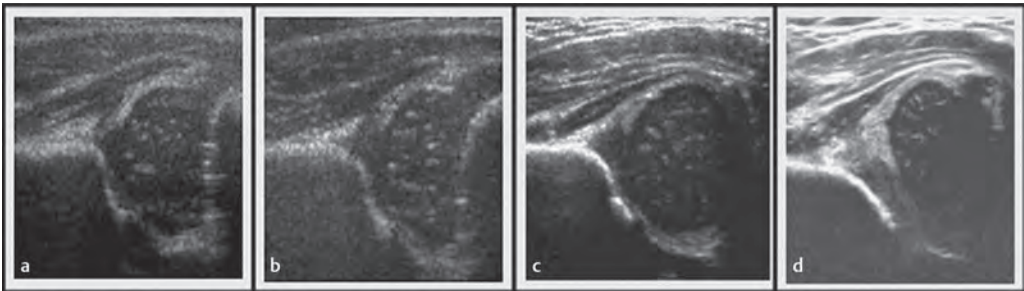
Модификация Rosendahl типов тазобедренного сустава, выделенных Графом. a – нормальный тазобедренный сустав: хорошо отмоделированная костная часть вертлужной впадины; острый край костной части вертлужной впадины и узкое покрытие головки бедренной кости хрящевым треугольником крыши; b – незрелый тазобедренный сустав: имеются признаки физиологической незрелости сустава. Диспластичный (c) и тяжелодиспластичный (d) тазобедренный сустав: недостаточно отмоделированная костная часть вертлужной впадины, округленный или уплощенный костный ее край и смещенный хрящ крыши. Эхограммы получены при УЗИ четырех разных новорожденных в первый день после рождения.
